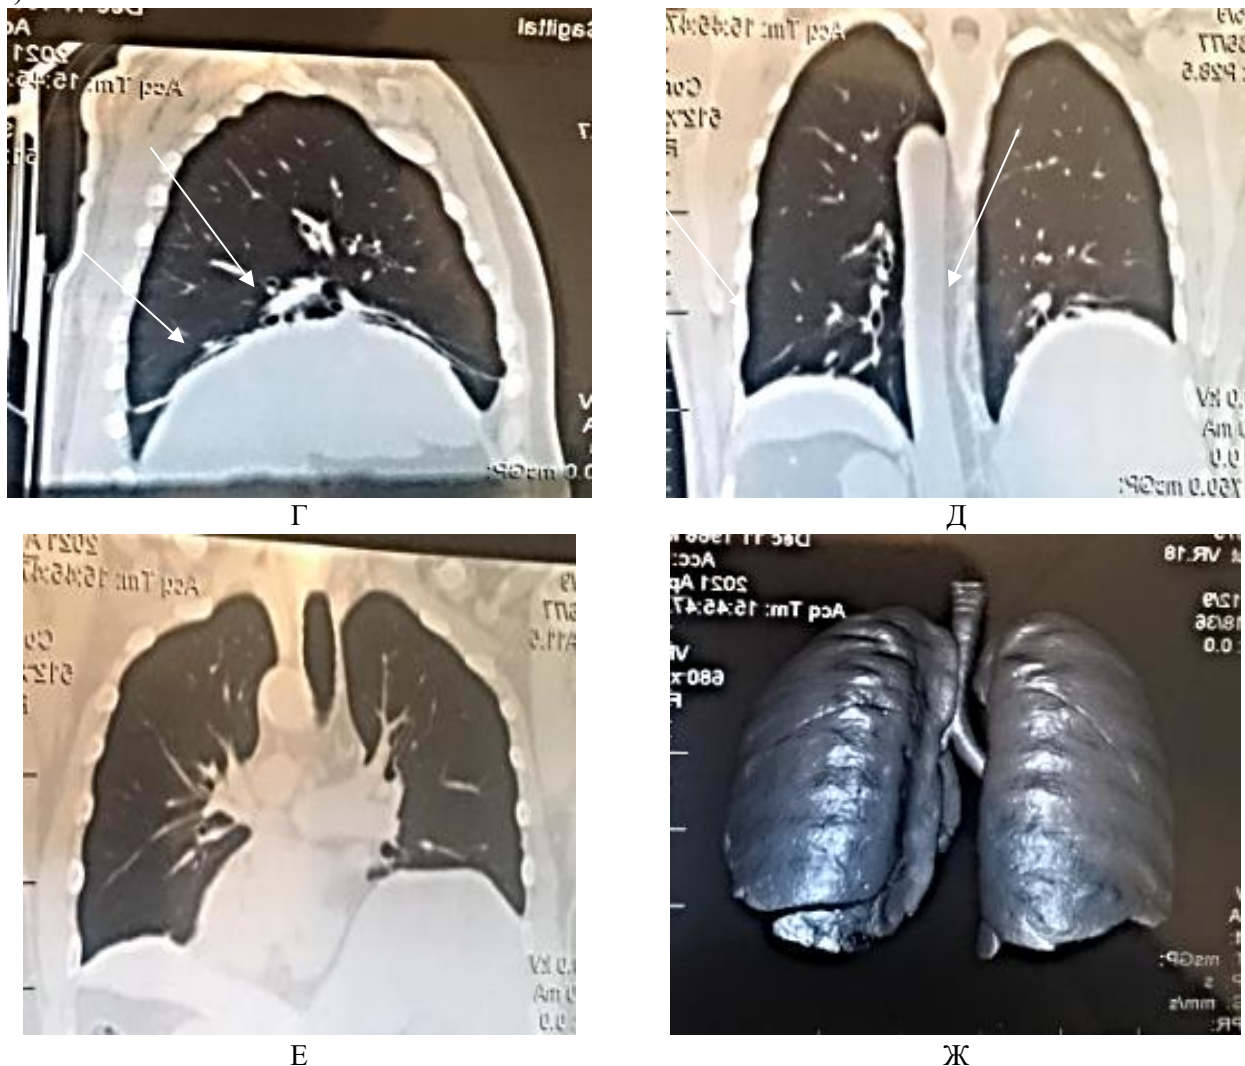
(Г, Д). Компьютерная томография легких пациента Д., 55 лет: видны светлые участки/уплотнения легочной ткани
